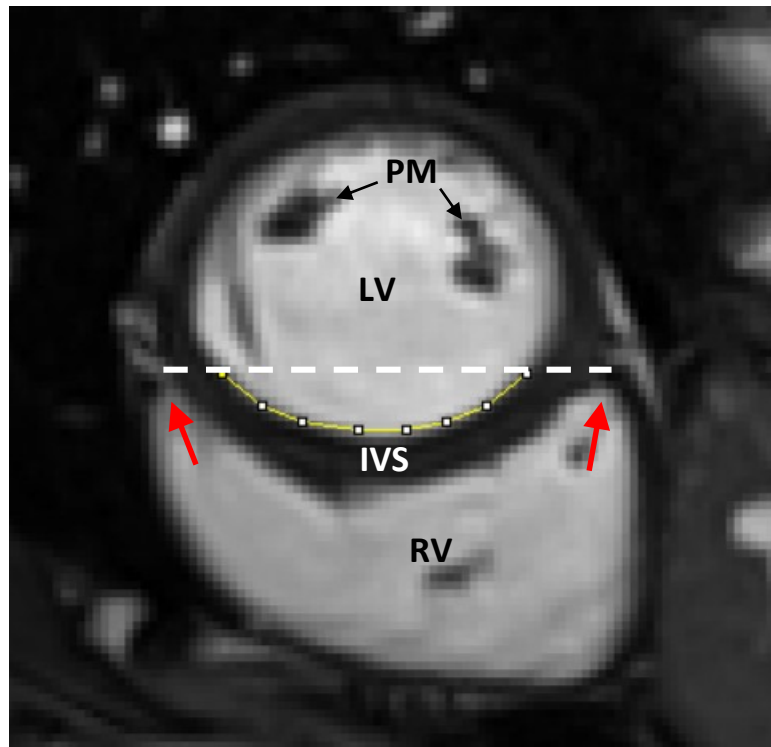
Kurze Achse in einer Cine MRI Sequenz eines Gesunden. Linker Ventrikel (LV), rechter Ventrikel (RV) und interventrikuläres Septum (IVS) auf Papillarmuskelhöhe (PM). Rote Pfeile: Ansatzpunkte der freien Wände des rechten Ventrikels. Weiße Linie: gedachte Hilfslinie zwischen beiden Ansatzpunkten zur Abgrenzung des IVS. Gelbe Linie: Segmented-Line mit 8 Punkten entlang der inneren Kontur des LV.
